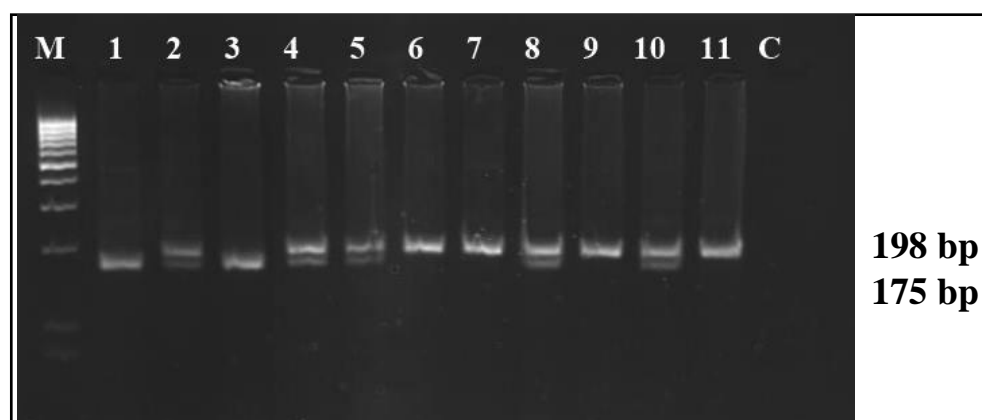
Figura suplementar 8.6 - Perfil eletroforético dos fragmentos do gene MTHFR-RFLP em gel de agarose. M – Marcador (Mass Ruler, DNA Ladder Low range, Fermentas); 1,3 – fenótipo homozigótico mutado TT (175 bp); 2,4,5,8,10 – fenótipo heterozigótico CT (198 bp + 175 bp); 6,7,9,11 – fenótipo homozigótico selvagem CC (198 bp); C – Controlo negativo;
